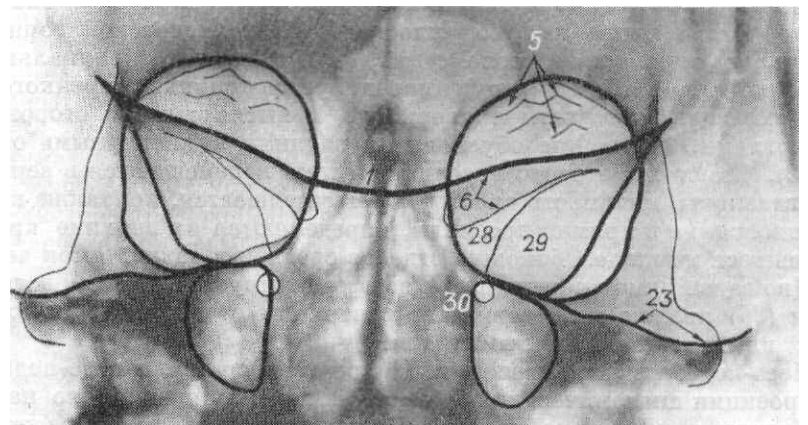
Рентгенограмма черепа в носолобной проекции.
